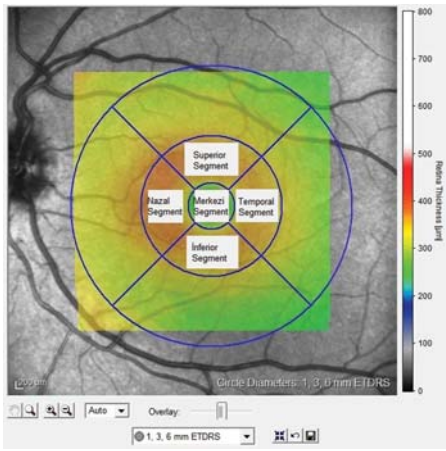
Optik koherens tomografi cihazı ile yapılan arka kutup analizi segmentasyonu (8x8)
